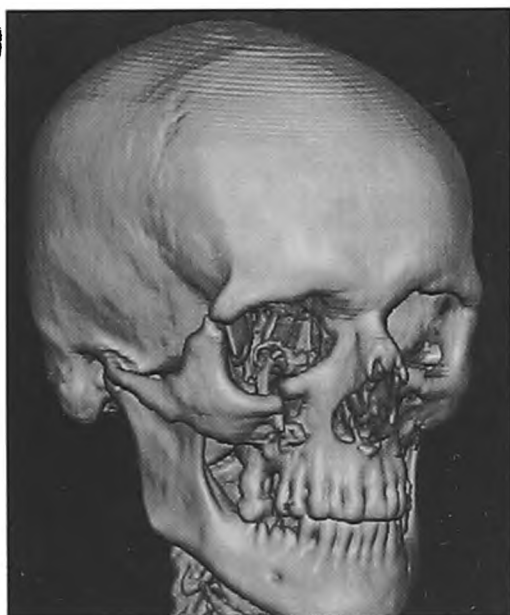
Компьютерная томограмма MPR больного С. до операции
